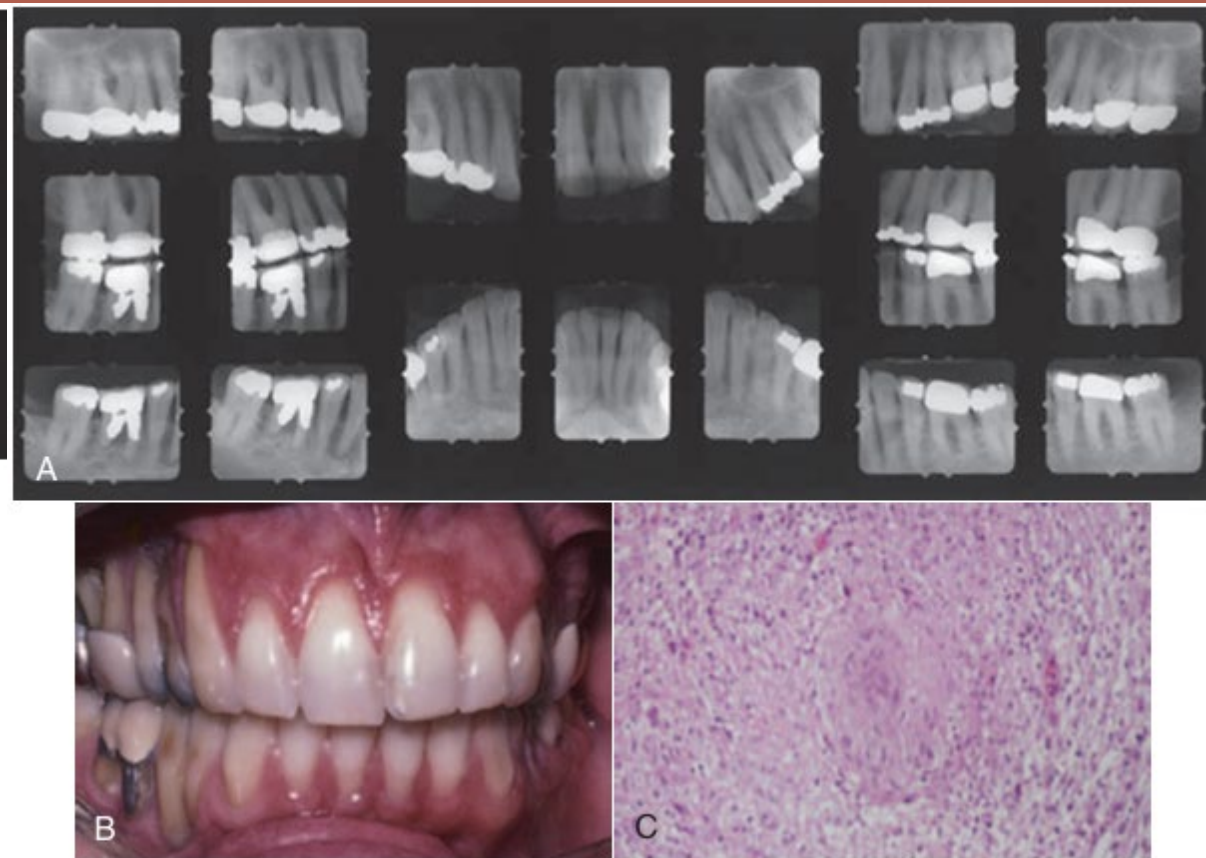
Sarcoidosis after treatment with prednisone. (A) Intraoral x-rays depict remineralization of bone. (B) Reduction in gingival inflammation while extensive recession and clinical attachment loss persist. (C) Pretreatment biopsy.
